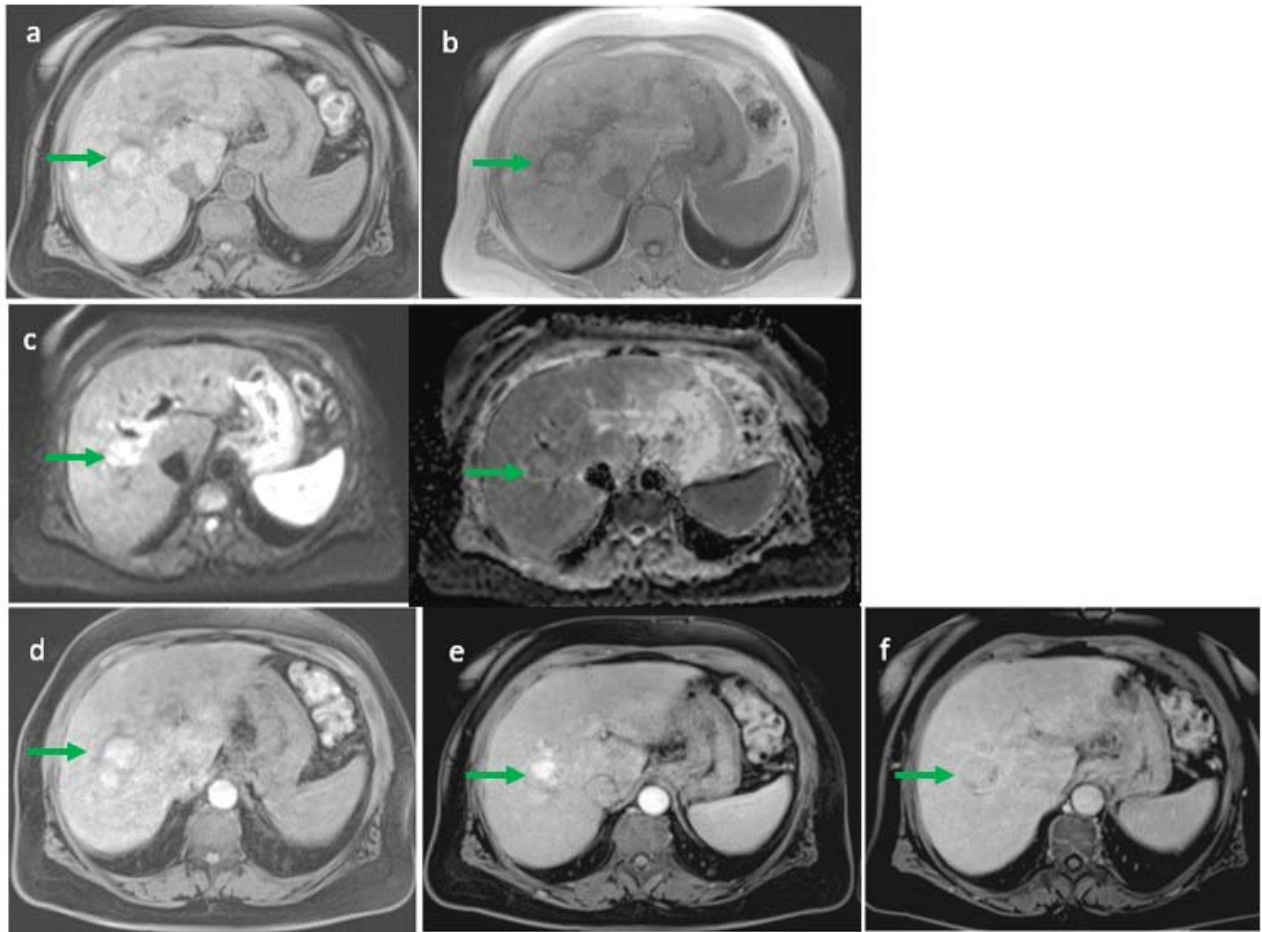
IRM hépatique montrant un foie d'hépatopathie chronique multinodulaire siège au niveau du segment V d'une lésion nodulaire de contours irréguliers en hypersignal hétérogène T1 (a), T2 (b) et diffusion avec restriction de l'ADC (c), rehaussée de façon intense en temps artériel (d) et portal (e) avec wash out en temps tardif (f), entourée d'une capsule fibreuse en hyposignal T1(a) et T2 (b) avec rehaussement tardif (f).
